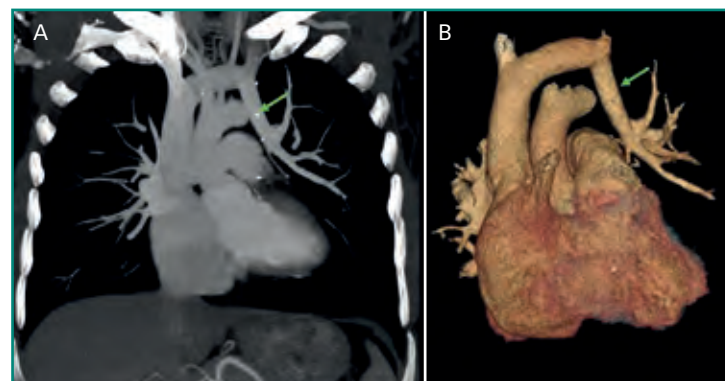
TC (A: coronal; B: reconstrucción 3D) en paciente con drenaje venoso pulmonar anómalo parcial; la vena pulmonar del LSI (*flechas verdes*) drena en el tronco venoso braquiocéfalo izquierdo, que finalmente drenará a la AD (en lugar de a la izquierda).
